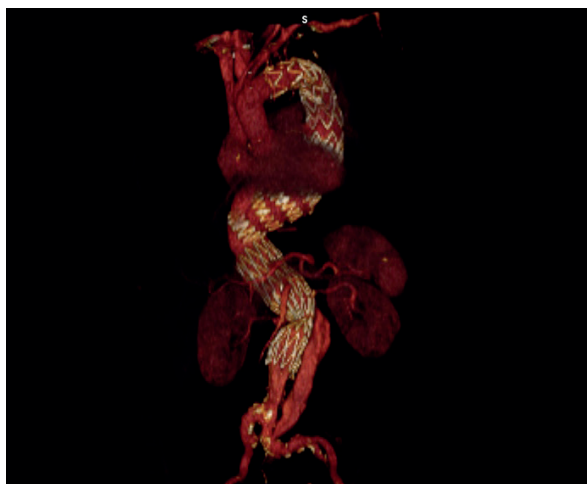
reconstrução de angio TC após FET e colocação de endoprótese torácica e extensão distal com stent de dissecação
